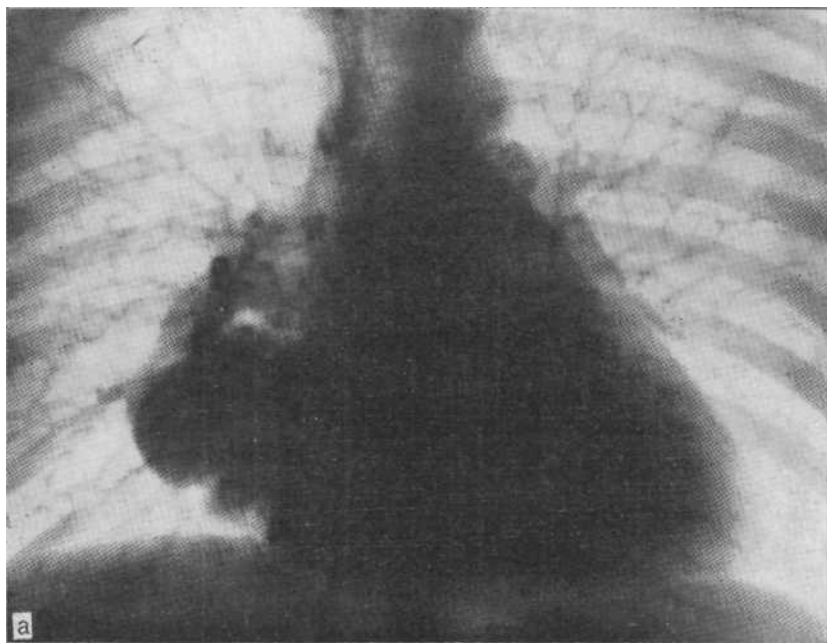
Обзорная рентгенограмма (а) и ангиопульмонограмма (б). Артериовенозная кавернозная ангиома правого легкого, проецирующаяся в области синуса.
